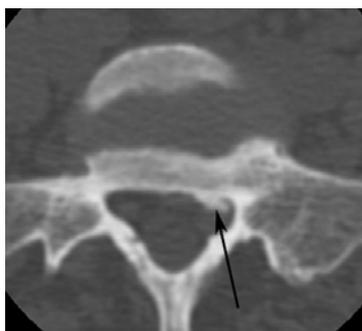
КТ на уровне L_V-S_I, демонстрирующая остеофит S_I слева (стрелка)
